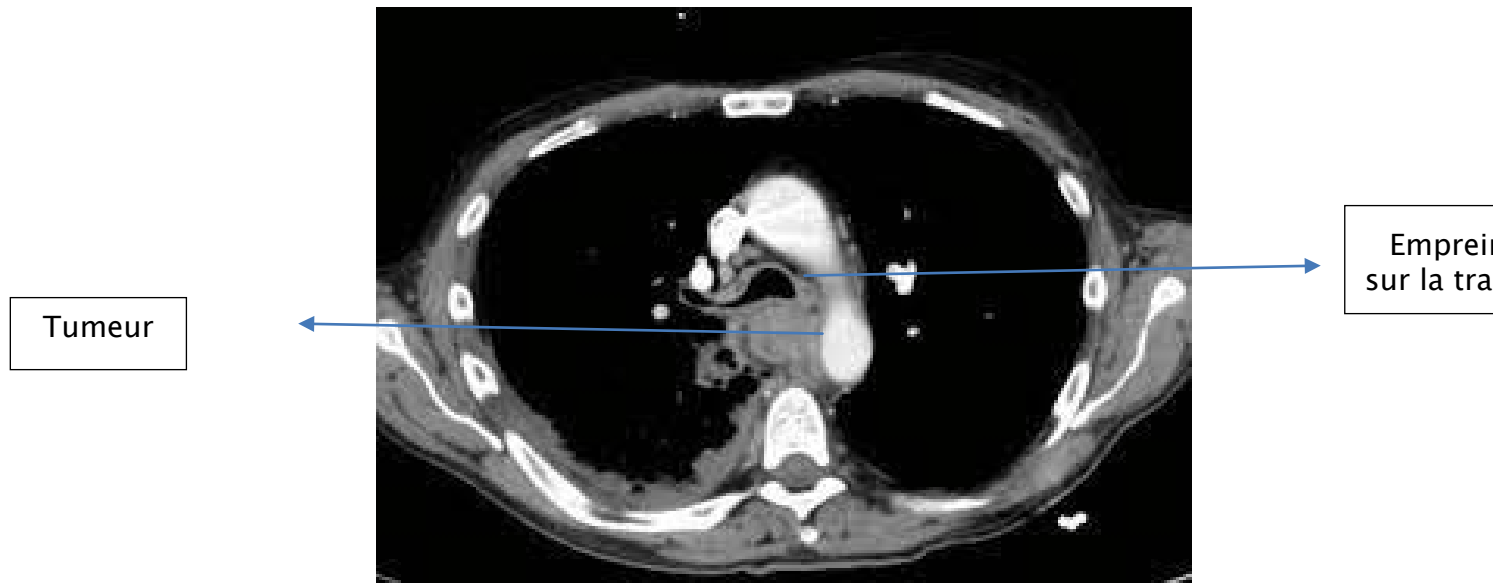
TDM coupe axiale fenêtrage médiastinale
